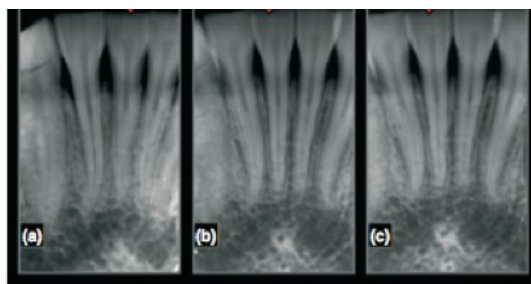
Radiografia periapical (a-c) do dente 4.1.
